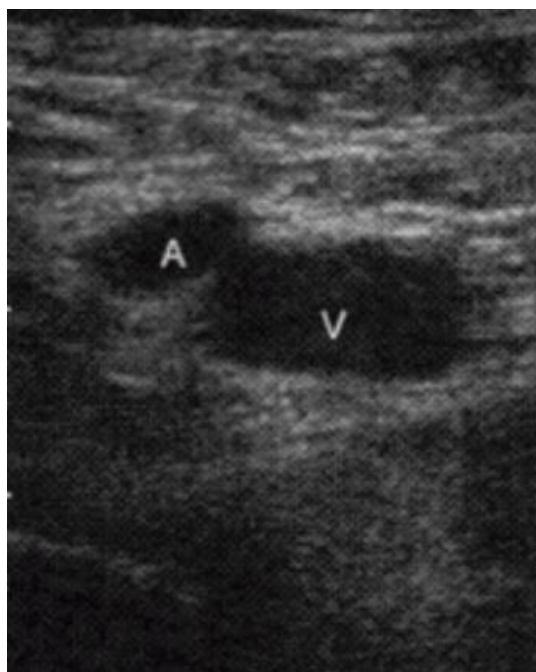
Ecografía 2D para identificar la anatomía de la vena objetivo. Vista del eje corto transversal de la vena yugular interna derecha (V) y su relación anatómica con la arteria carótida (A)
